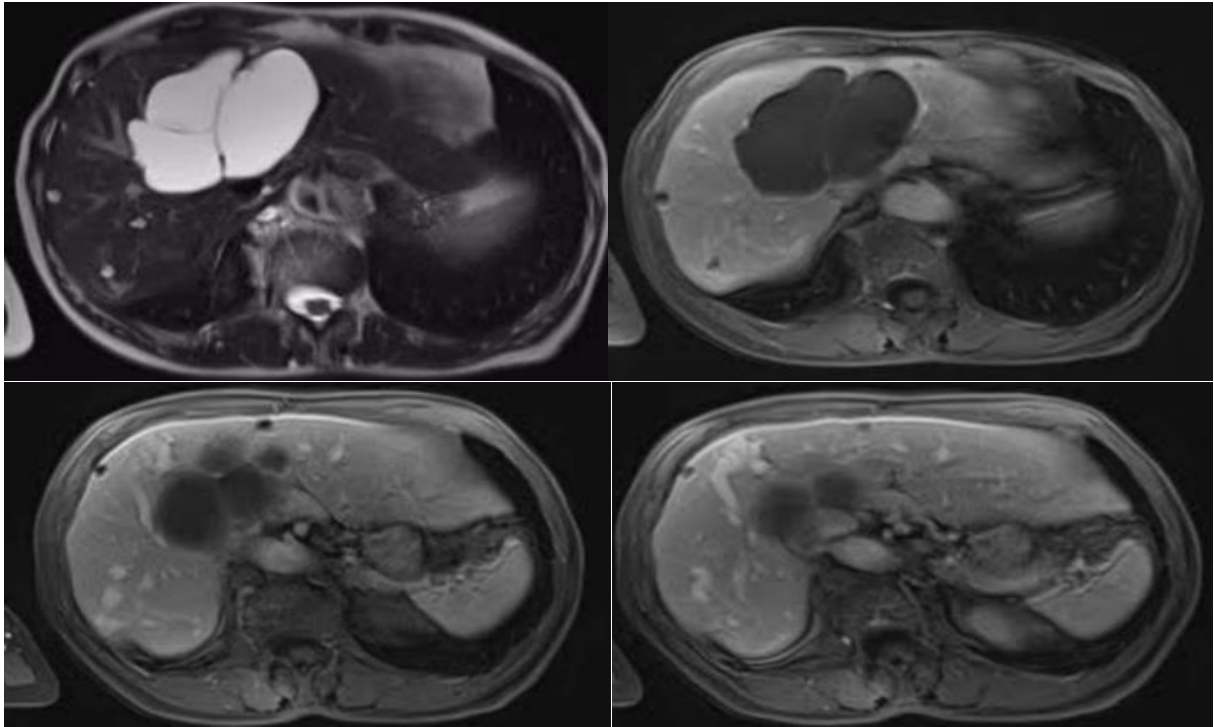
Images d'IRM hépatiques montrant la compression des veines sus-hépatiques par un kyste biliaire [51].
